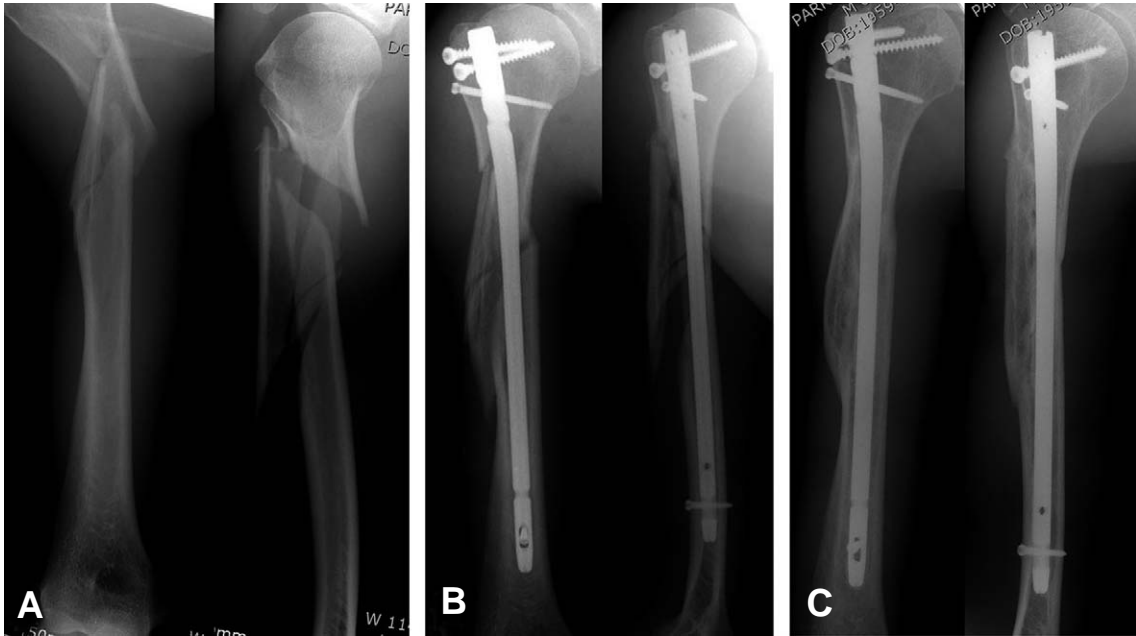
49-year-old man with right humerus shaft fracture underwent the operation of closed reduction and antegrade interlocking intramedullary nailing. (A) Preoperative radiographs show segmental fracture of the proximal and shaft of right humerus. (B) Postoperative radiographs show internal fixation using interlocking intramedullary nailing. (C) Radiograph at 9 months after the surgery show complete bony union.
